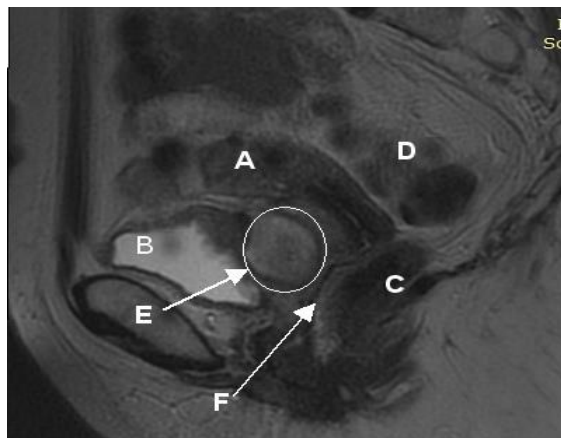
Aspectul leziunii la RMN, secțiune în plan sagital median: A uterul, B vezica urinară, C rectul, D sigma, E colecția cu conținut hidro-aeric, F vaginul
